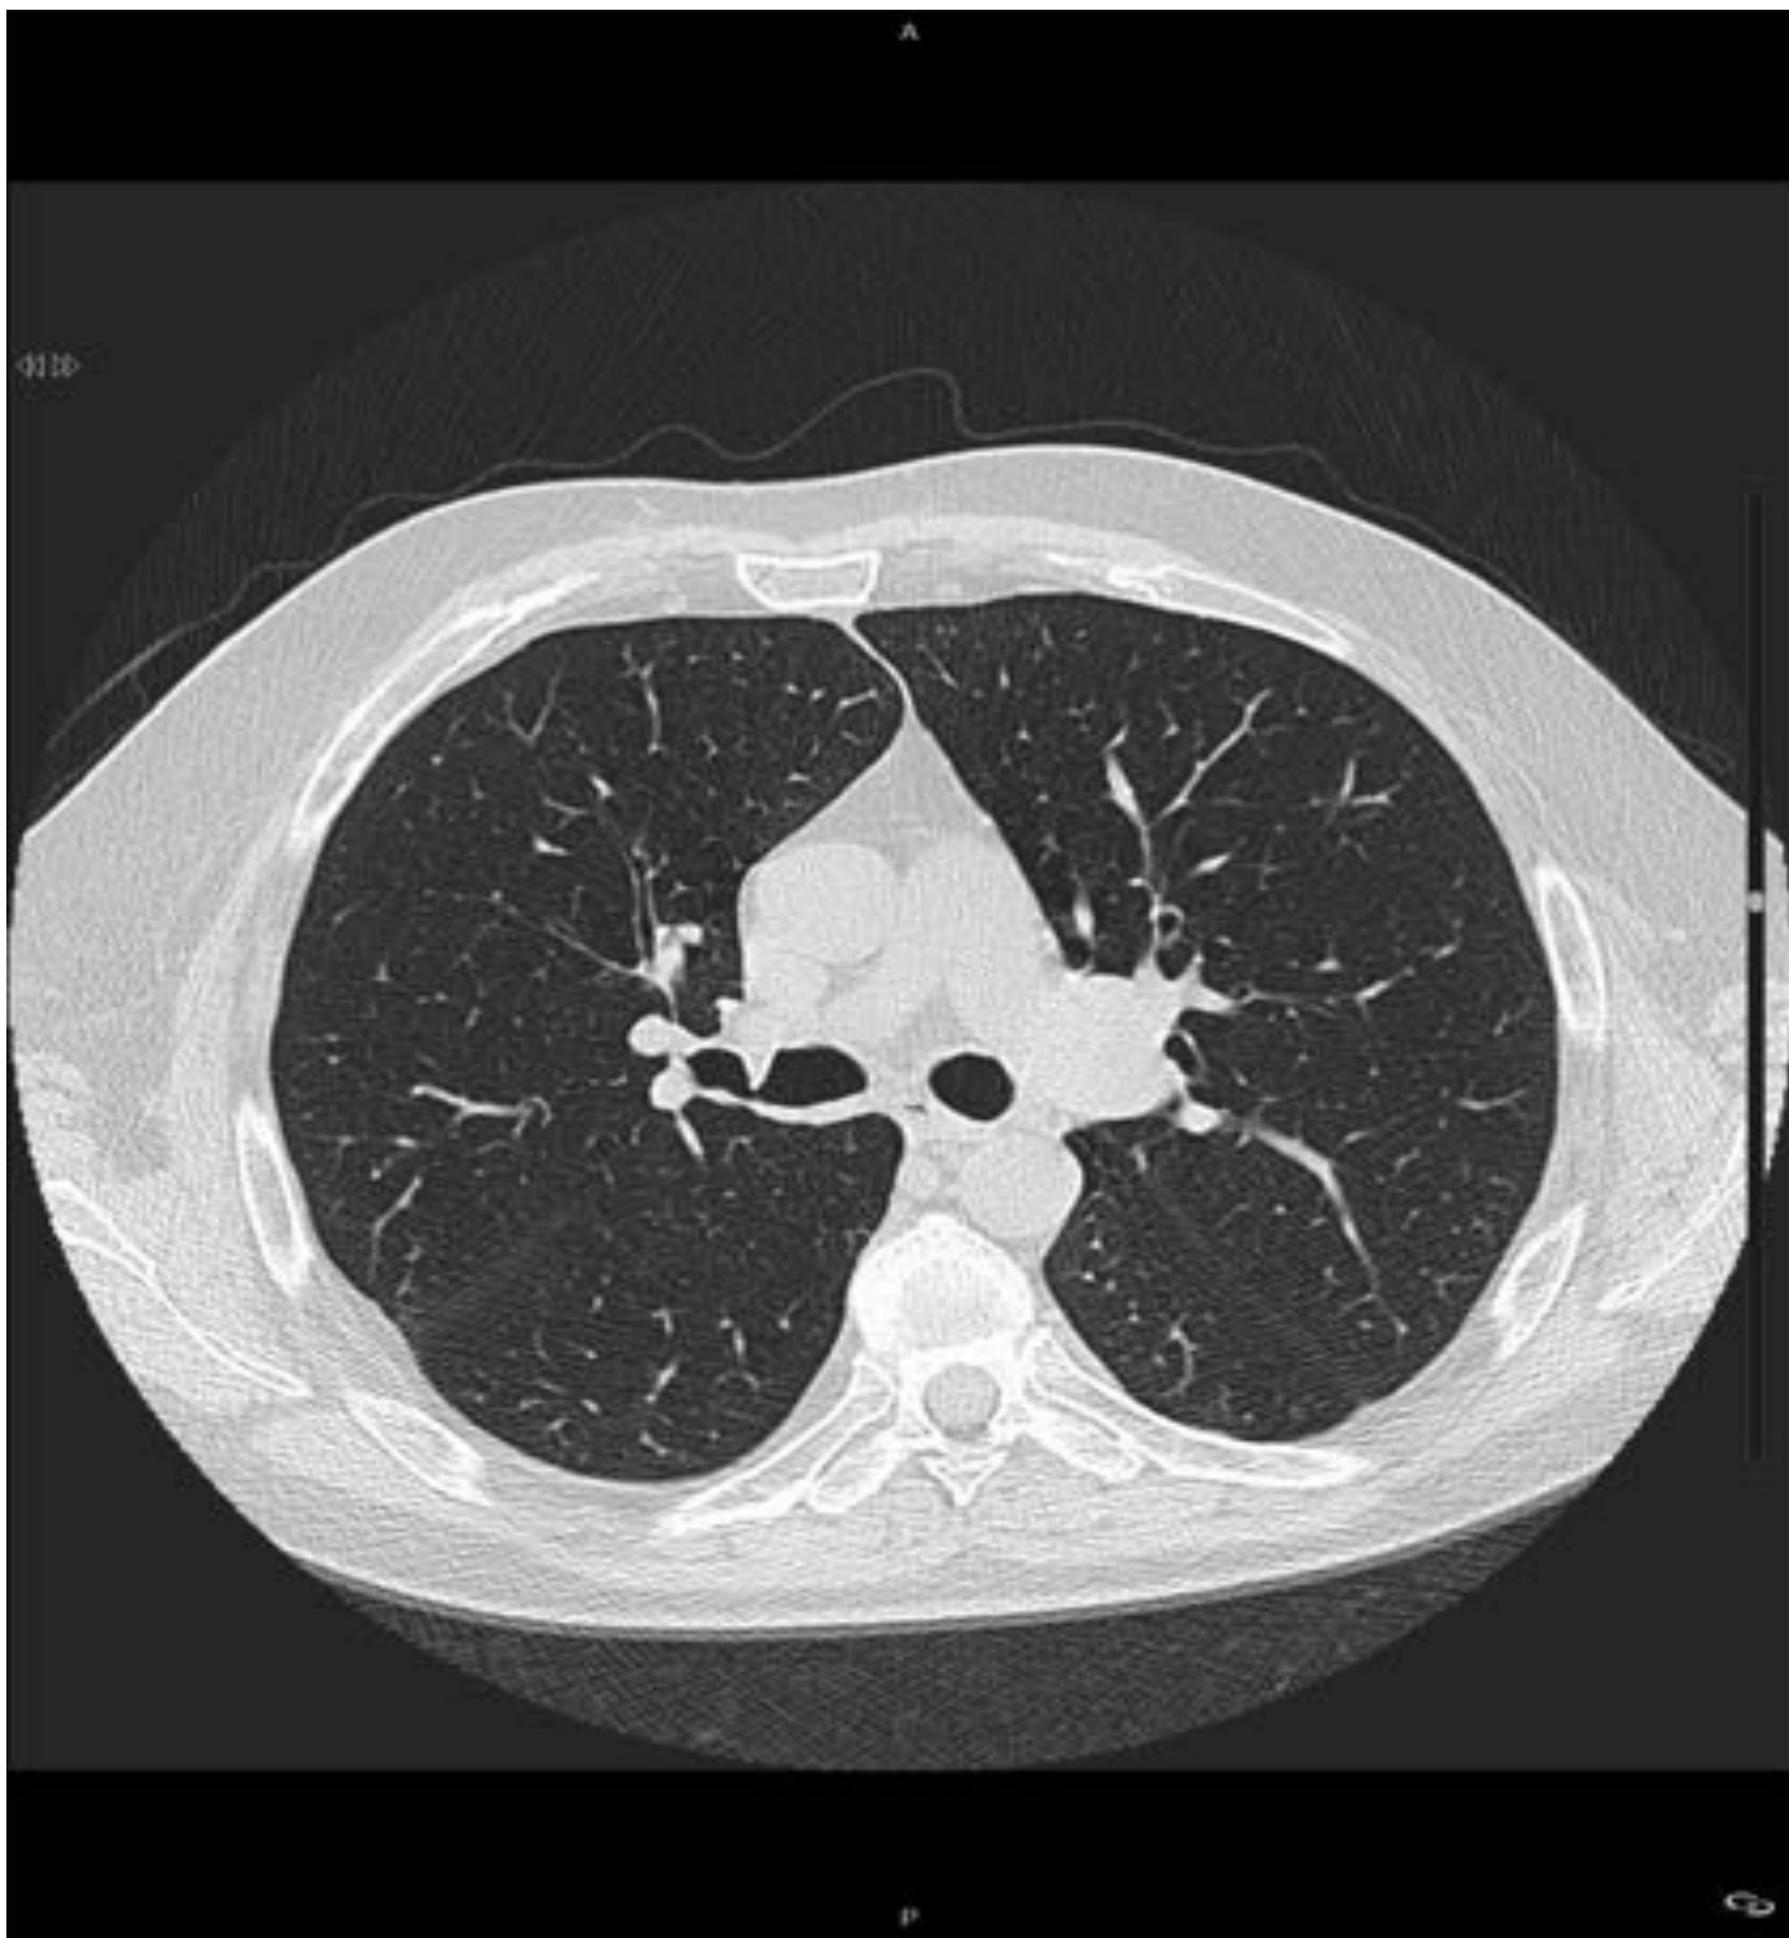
TC de tórax con técnica de alta resolución. Se observa una disminución de calibre del bronquio intermediario, que no se modifica en fases de inspiración y espiración, sugestivo de estenosis.
